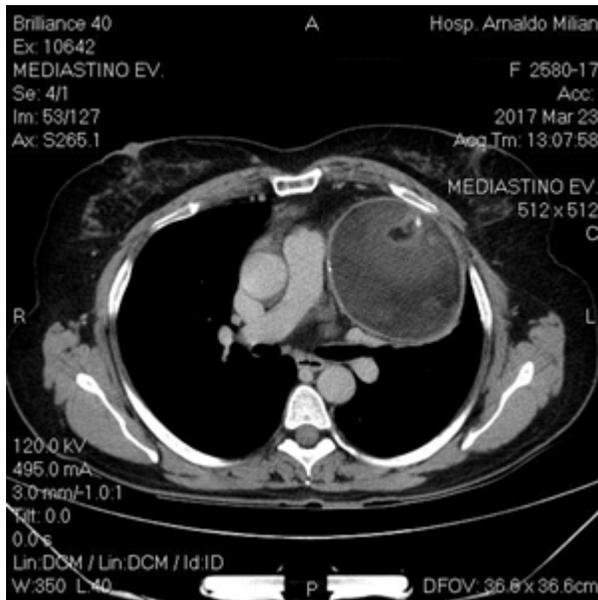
Tomografía que muestra lesión tumoral mediastinal con calcificación interior en el compartimiento anterior y lateralizado hacia la izquierda que comprimía el pulmón
